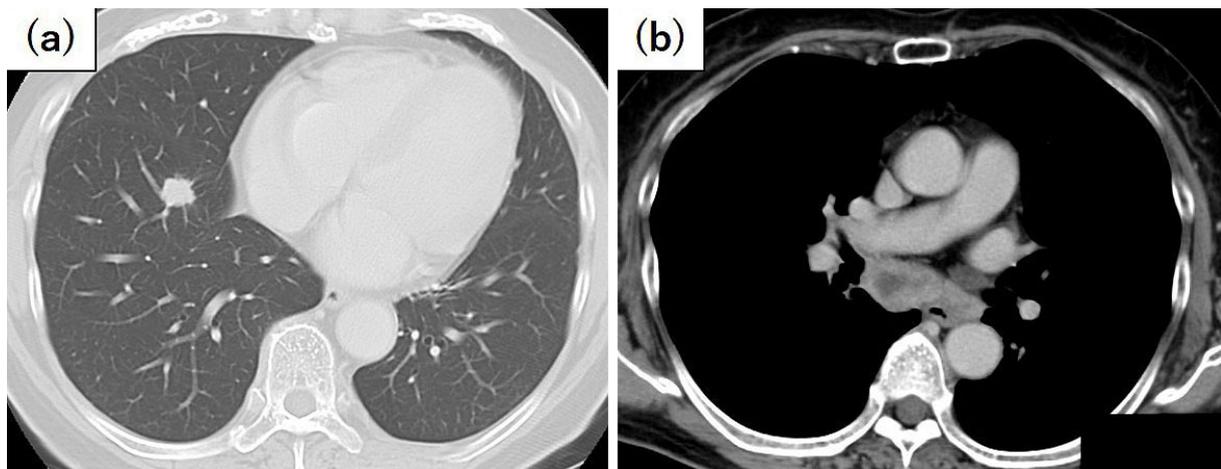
Chest computed tomography (CT) at the initial admission showed a tumor in the right S⁸ segment (a) and subcarinal lymph node (b).
